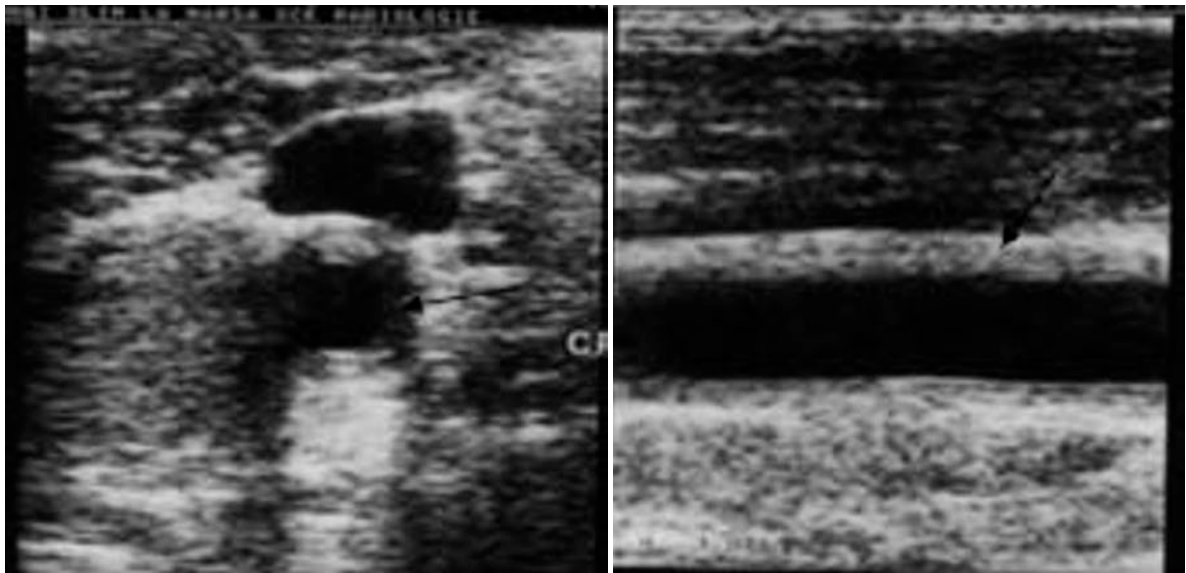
Échographie d'une artère carotide primitive : épaississement pariétal circonférentiel (flèche) [75].
